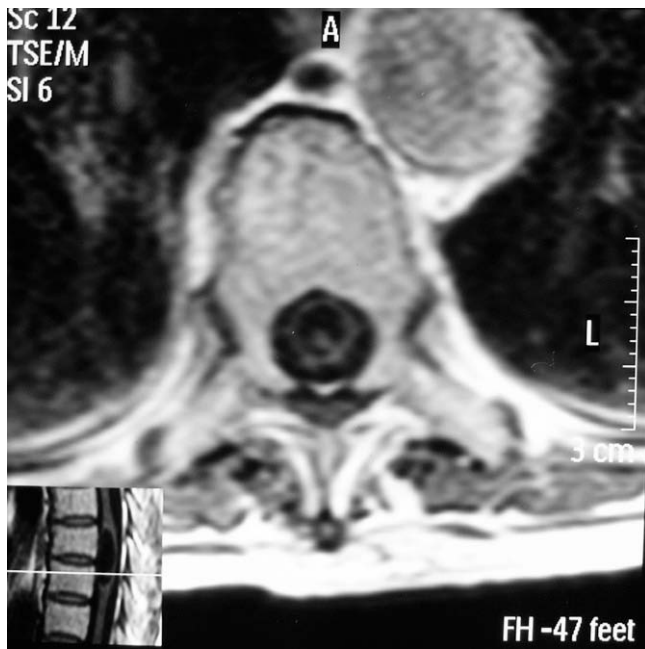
Corte axial de la RM de columna dorsal.
